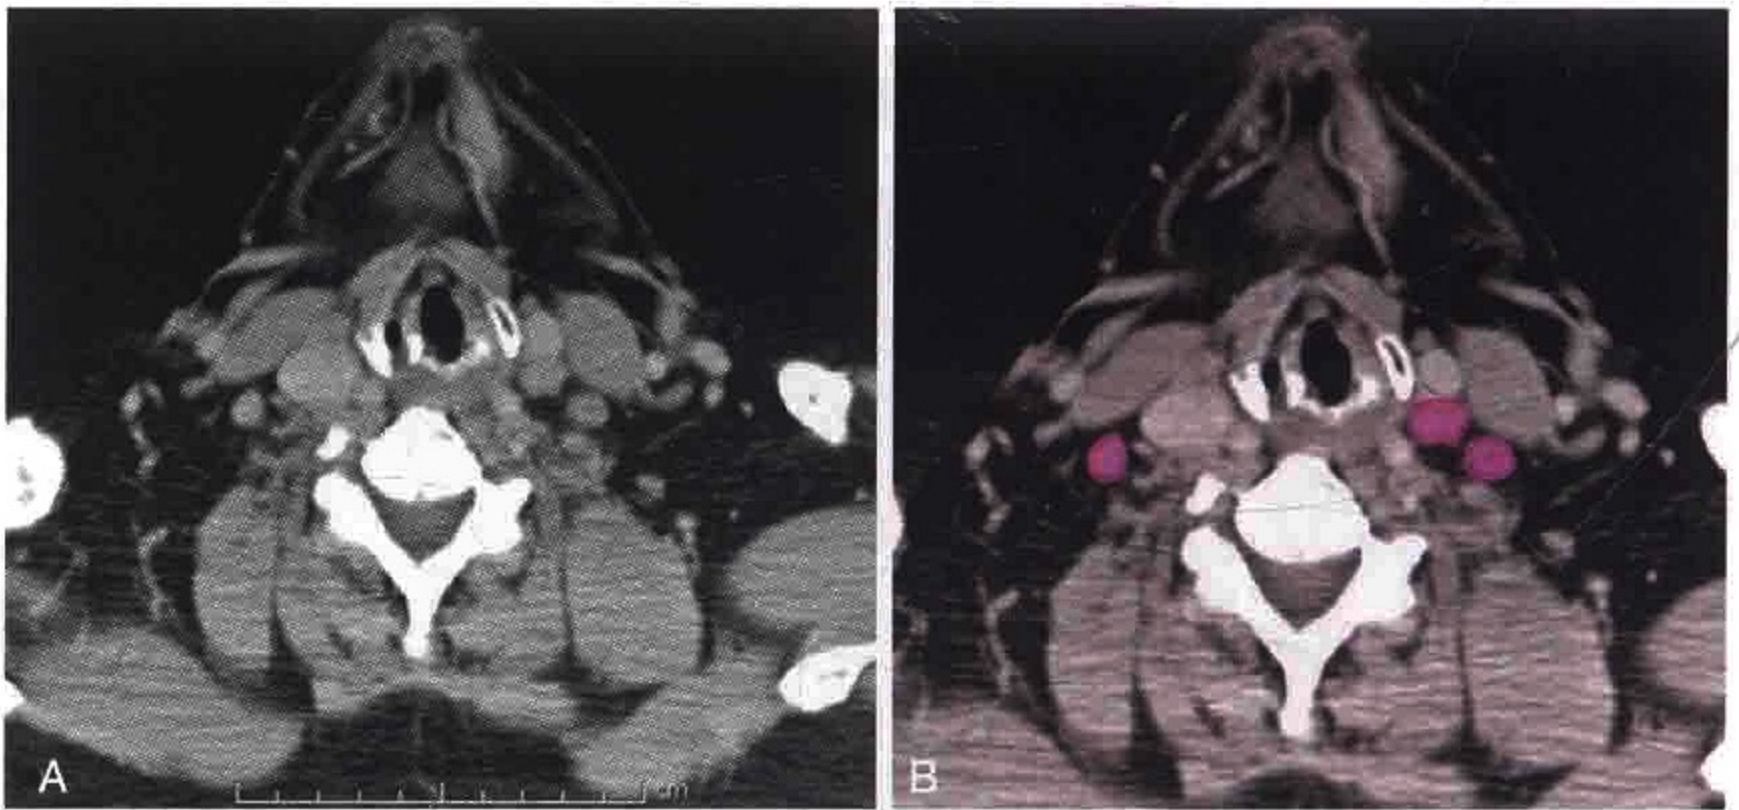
A. 横轴位 CT 增强扫描显示双侧肿大的Ⅲ区淋巴结。B. 淋巴结被勾画出来
